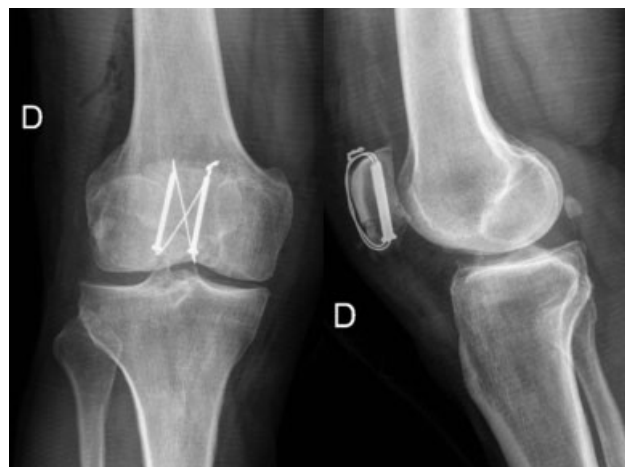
Radiografías en proyecciones anteroposterior (AP) y lateral, en que se observa fractura de patela tratada mediante el uso de banda de tensión con agujas de Kirchner y asa de alambre.
